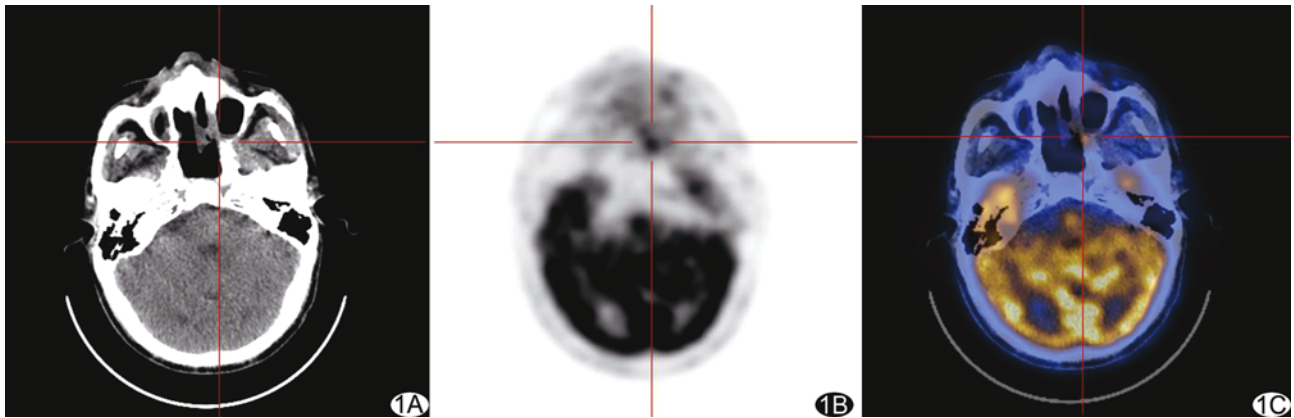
左鼻腔鼻窦低分化鳞癌放疗后 2 个月 PET/CT 图 A. CT 图; B. PET 图; C. PET/CT 融合图 患者男, 64 岁, 诉头痛, PET 示左上颌窦内壁和下壁放射性分布异常浓聚,  $SUV_{max}$  为 4.6~6.4, 提示相应部位少许残留肿瘤病灶, 随后仅行对症治疗, 每 3 个月复查 CT/MR 示局部炎症消退, 结合上述临床随访及相关辅助检查, 提示局部无残留/复发, PET 诊断为假阳性
